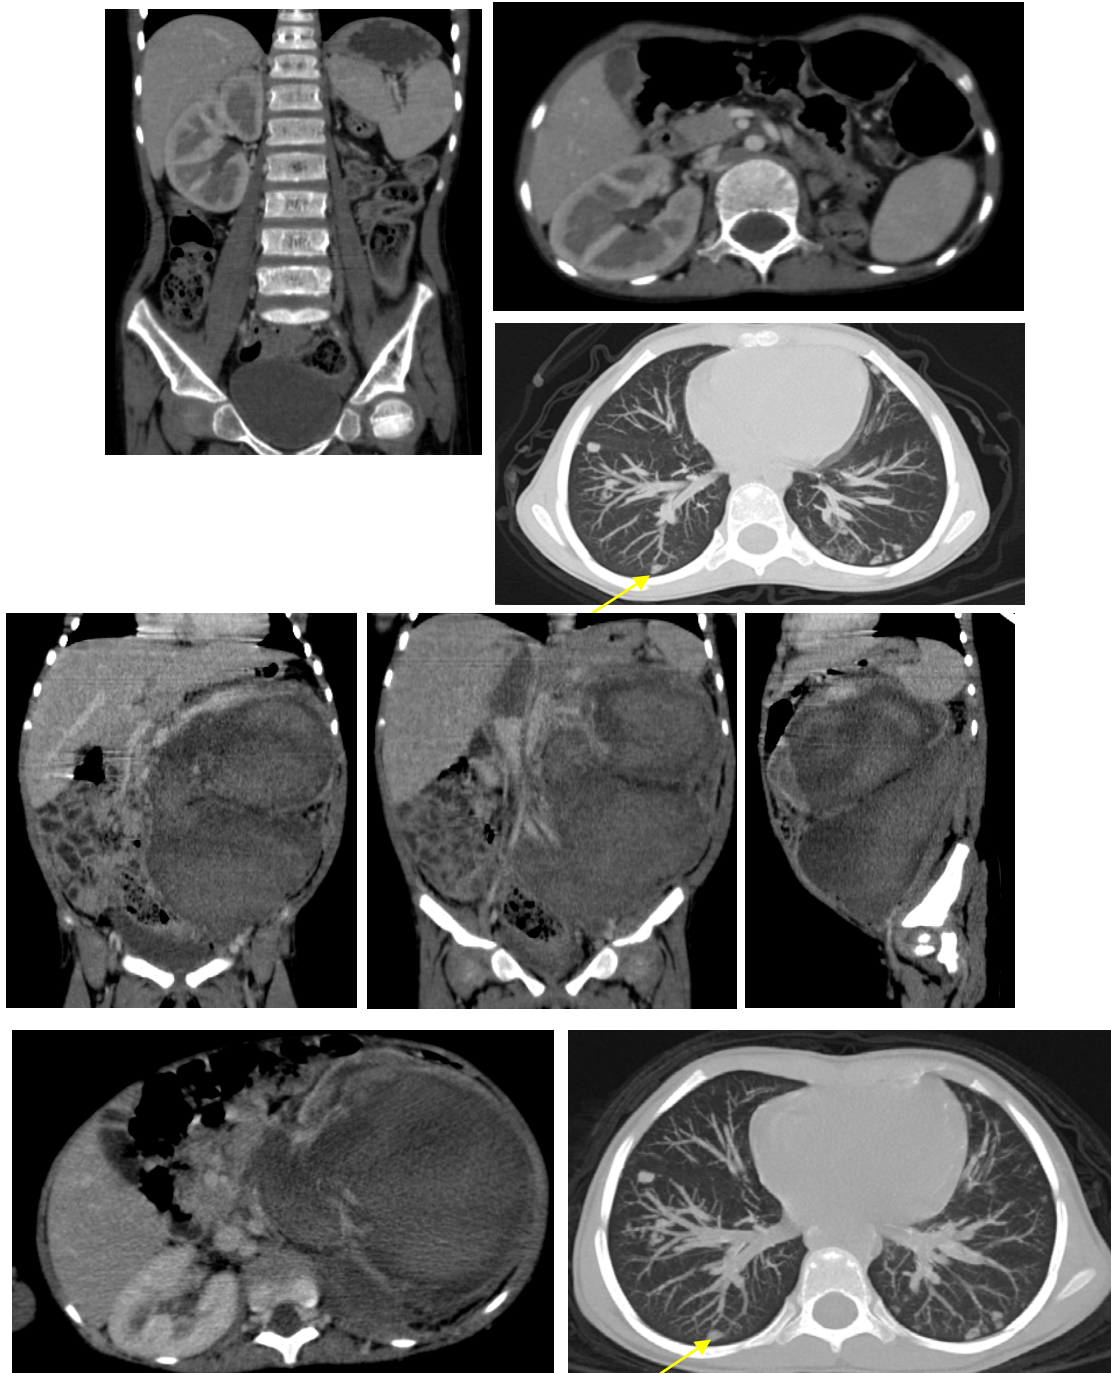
TDM abdominale de contrôle post-opératoire (En haut) chez une fille âgée de 3 ans qui se présente pour une masse abdominale à l'échographie (Figure 21) (En bas): loge de néphrectomie droite libre sans signe de récurrence ou de résidu tumoral, avec persistance de la thrombose partielle de la VCI (Flèche jaune).
